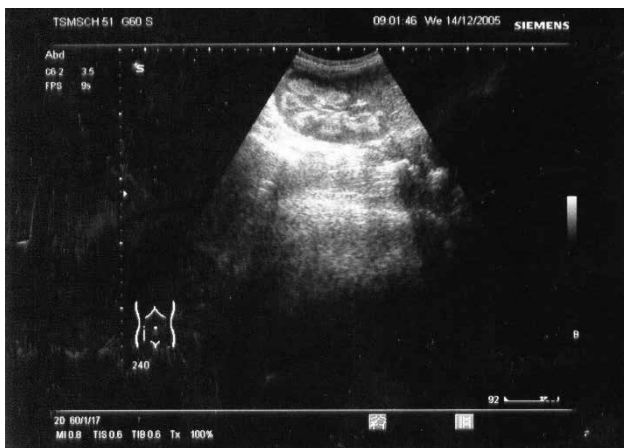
УЗИ почек (почки обычных размеров, вокруг пирамидок — визуализируется гиперэхогенный ободок с нечеткими контурами различной степени выраженности).
